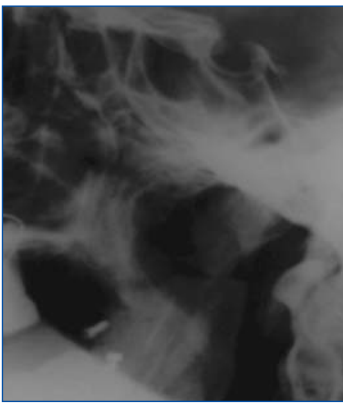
Radiografía lateral de la articulación témporo mandibular izquierda, donde se aprecia 2 tornillos fijando los segmentos distal y proximal y la osteotomía horizontal realizada a nivel del cuello del cóndilo.
